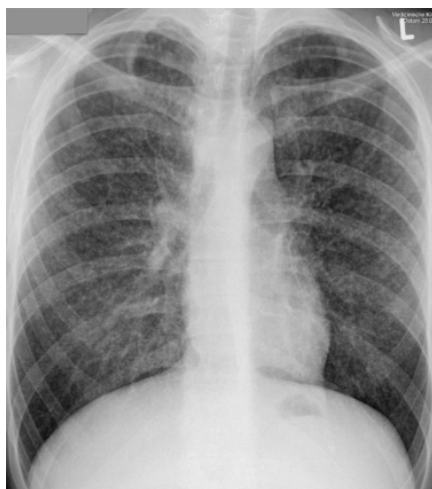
Radiografia toracica con quadro tipico di tubercolosi miliare.²⁷
